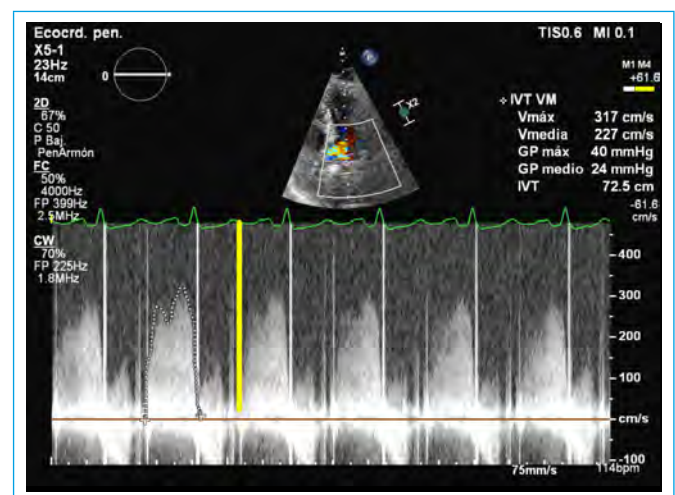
Doppler continuo mitral. Se observa un aumento marcado del gradiente transvalvular mitral. Asimismo, la línea de apertura valvular mitral no es densa, lo que sugiere que los discos de la válvula no se mueven bien. Hemos colocado una línea amarilla donde debería verse la línea de apertura mitral
